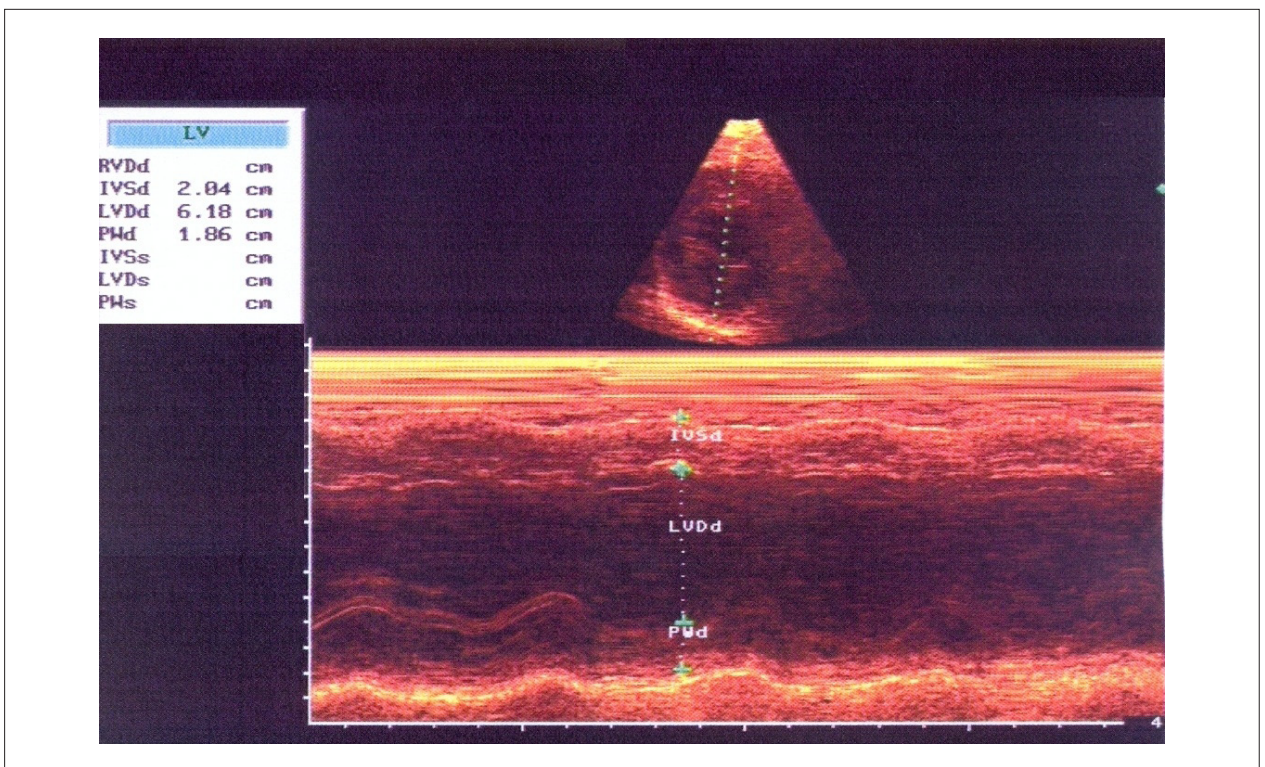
Ecocardiograma modo-M da mesma paciente. São mostradas as três variáveis utilizadas para cálculo da massa ventricular esquerda: SIV = 20,4 mm; PPVE = 18,6 mm e DDVE = 61,8 mm; (IMVE = 385,5 g/m²).
